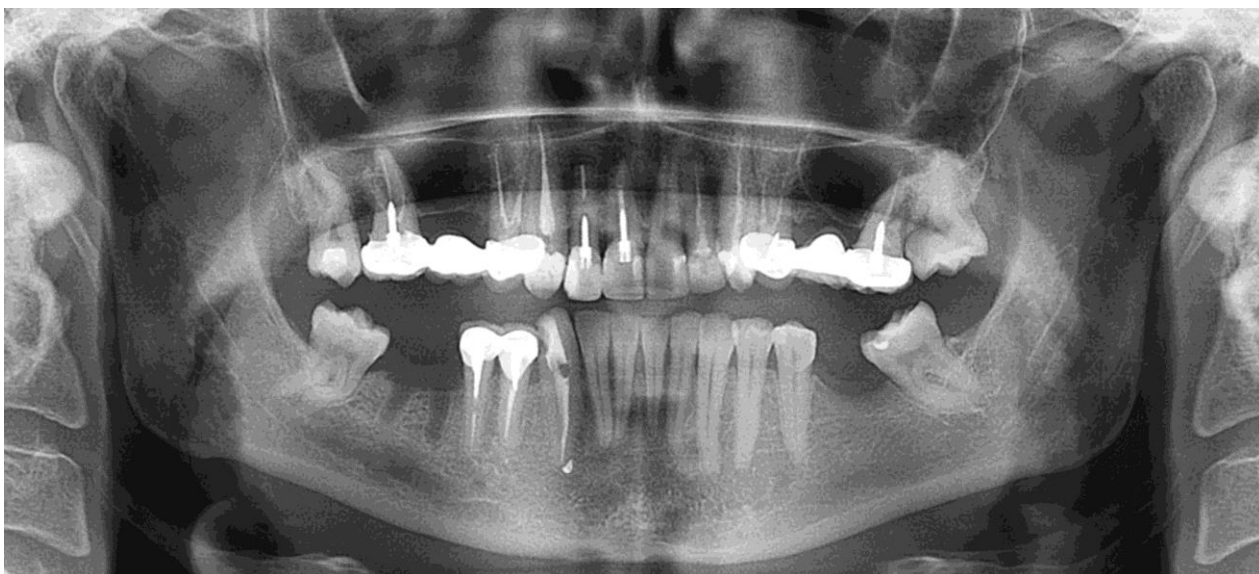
Ортопантомограма пац. Е., 1971 р.н. Генералізований пародонтит I – II ступеня тяжкості. Дефекти зубного ряду верхньої щелепи заміщені мостоподібними протезами. Зубощелепна деформація в ділянці 36 зуба обумовлена нахилом 37 зуба в напрямку дефекту. 46 зуб видалений за один місяць до обстеження.
